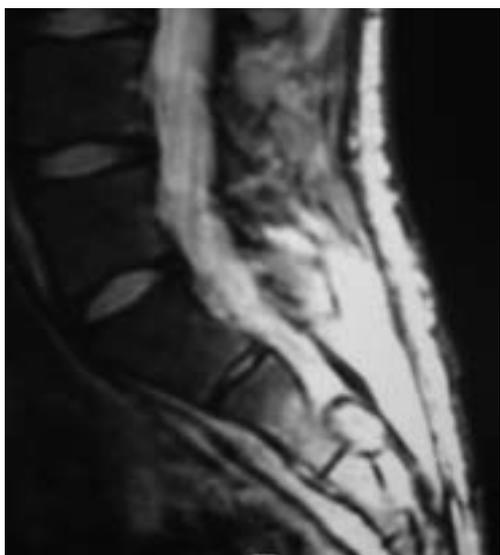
Caso N° 2. Corte parasagital de RM en secuencia ponderada en T2. Se observa una lesión hiperintensa a nivel del foramen izquierdo de S2 con un importante edema óseo reactivo.
